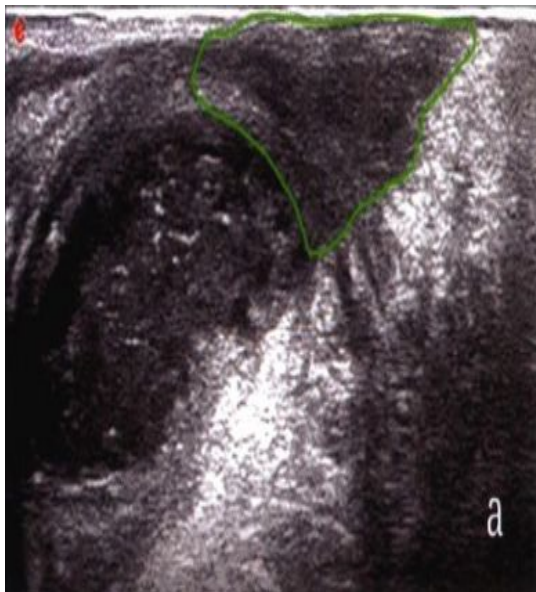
经会阴高频超声见不规则片状低回声 (绿线框)
